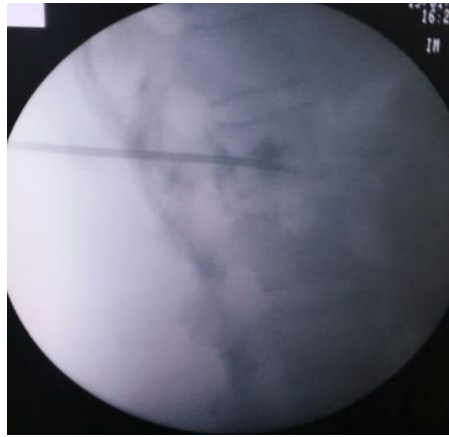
Спостереження № 254. Хвора П-а, 1938 р.н., історія хвороби №121960. ПВП тіла Th₁₂ хребця. Етап введення кісткового цементу (інтраопераційна рентгенографія)
